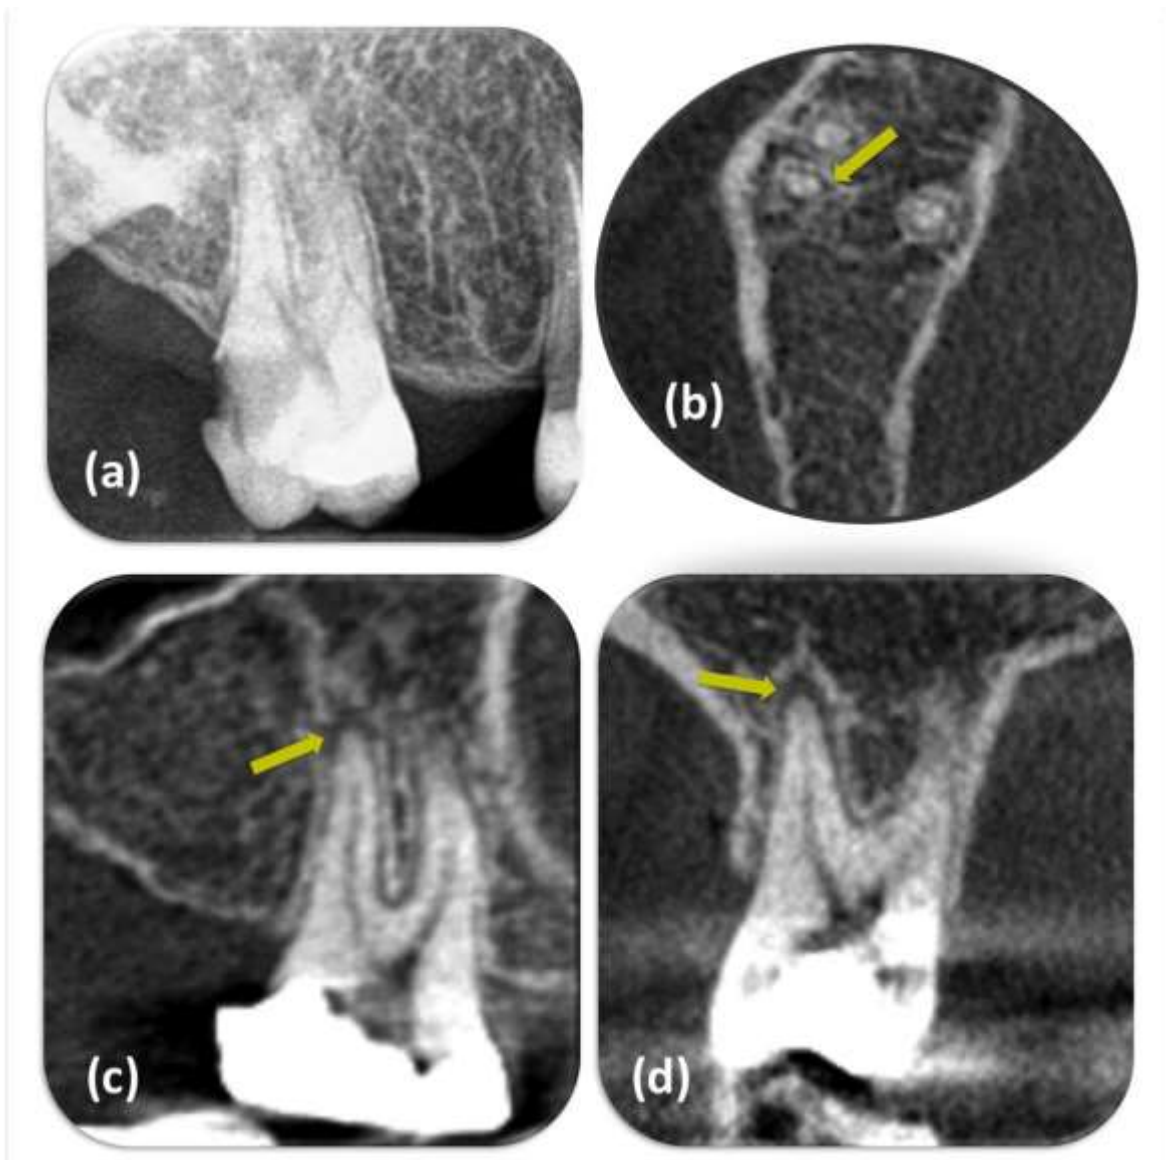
(a) Periapical (PA) radiograph of the right maxillary first molar shows healthy periapical tissues. (b) Axial, (c) sagittal and (d) coronal reconstructed cone-beam computed tomography (CBCT) images reveal PA radiolucency (yellow arrows) in the distal root.
